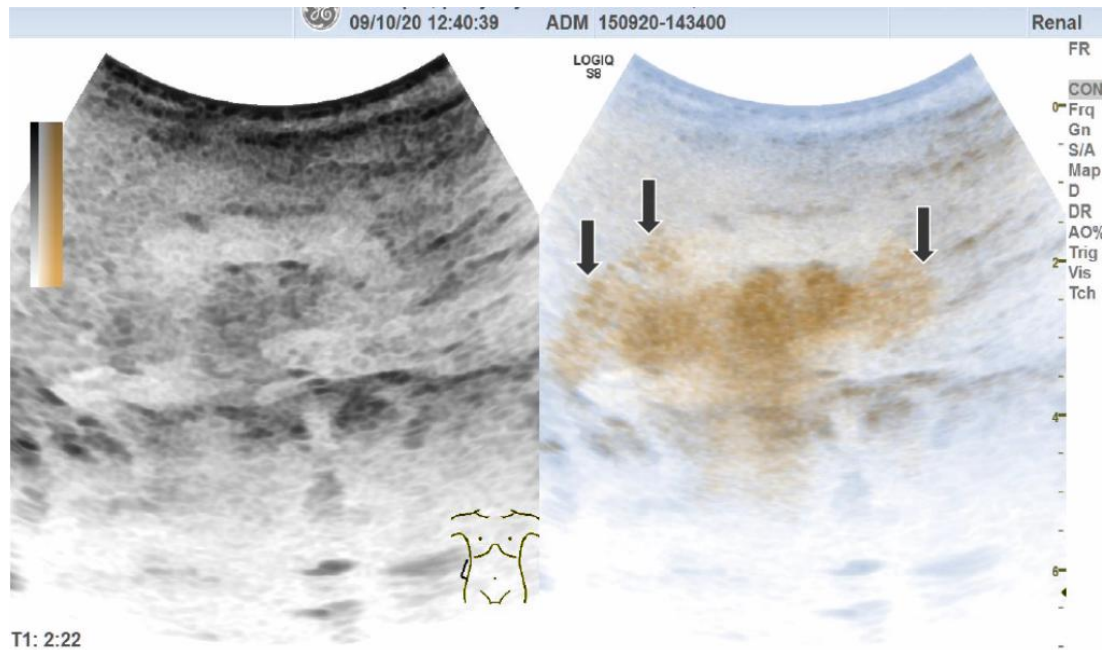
Reflux intra rénal en cystosonographie[91]. Image de gauche : rein droit en échographie en mode B. Image de droite : microbulles de produit de contraste ultrasonore visibles dans des cavités modérément dilatées, avec des fonds de calices convexes. Aux pôles supérieur et inférieur, présence de microbulles dans le parenchyme rénal. Le diagnostic est celui d'un reflux de grade III avec reflux intra rénal.
